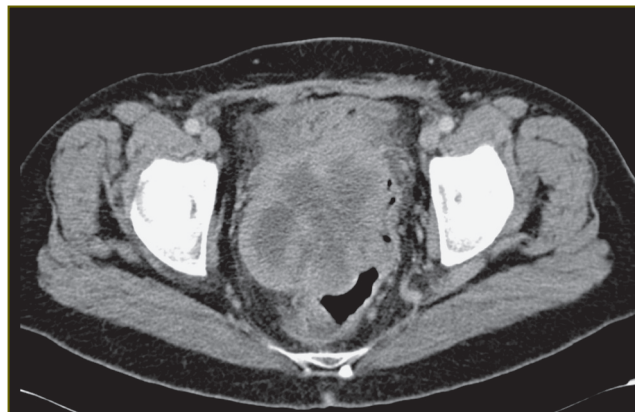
КТ-снимок, демонстрирующий опухоль малого таза с вращением в прямую кишку и сдавлением мочевого пузыря
